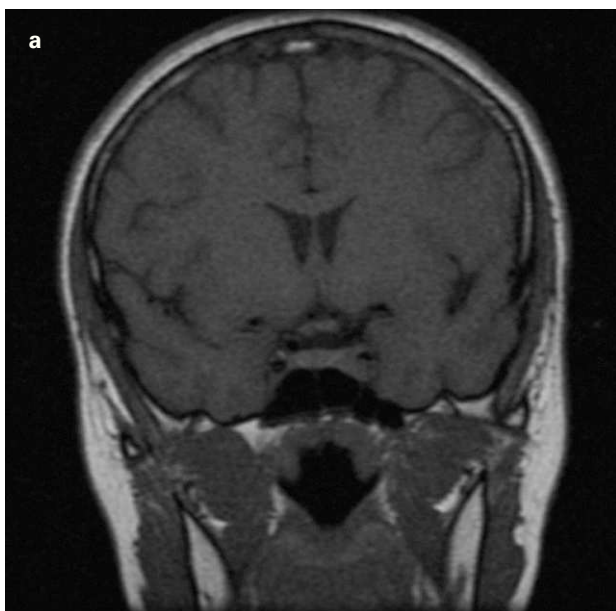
a) Resonancia magnética (RM) al diagnóstico. b) RM al diagnóstico. Secuencia potenciada en T2. c) RM al diagnóstico.
